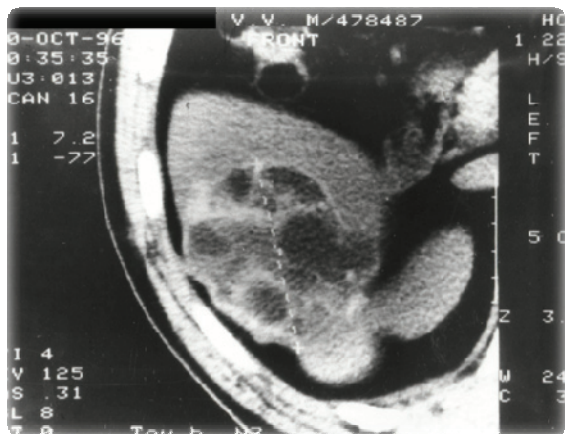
Компьютерная томограмма. Эхинококковая киста печени
